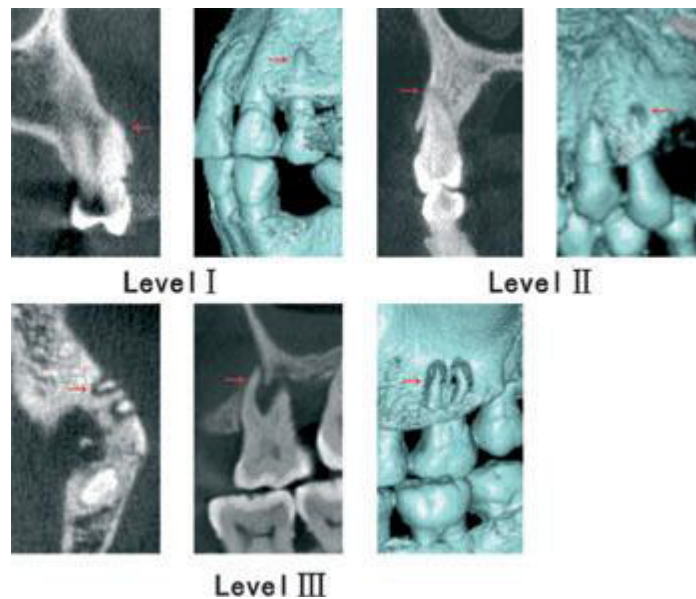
Imágenes de tomografía computarizada Cone Beam que muestran la clasificación de las condiciones óseas periapicales de las fenestraciones.¹¹
